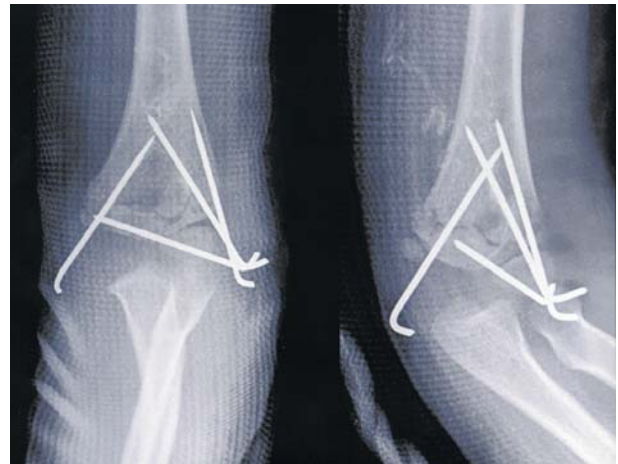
Postoperative radiographs showing a triangular pattern of fixation using 4 Kirschner wires.
